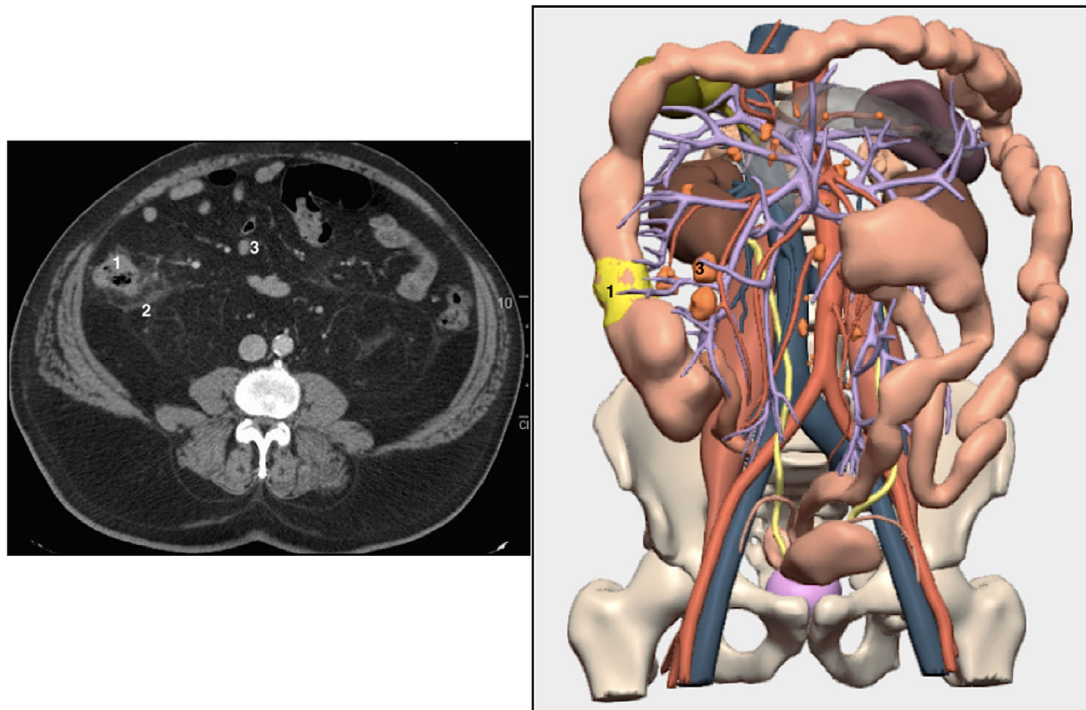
Corte axial de TC abdominopélvica y reconstrucción 3D a partir de la misma TC. 1: tumor, 2: posible infiltración de grasa retroperitoneal, 3: posibles adenopatías.
